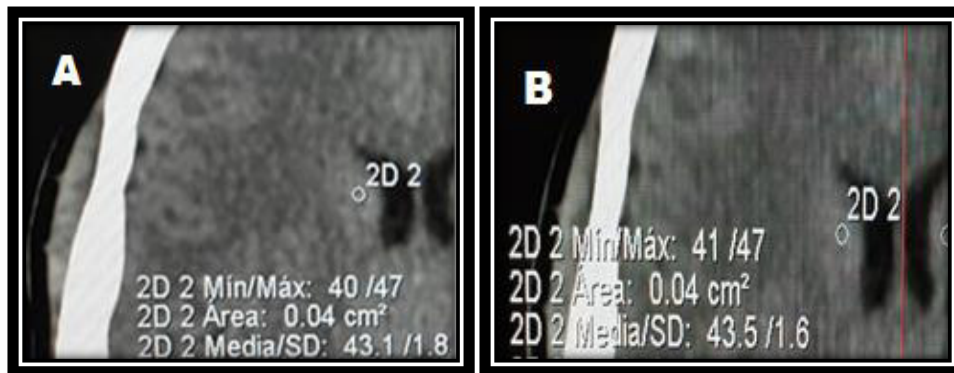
Corte axial de tomografía cerebral simple de una mujer de 29 años con reconstrucción FBP (A) e IRIS (B) en la que vemos un ROI posicionado en sustancia gris del núcleo caudado que muestra su valor de la media y desviación estándar.
